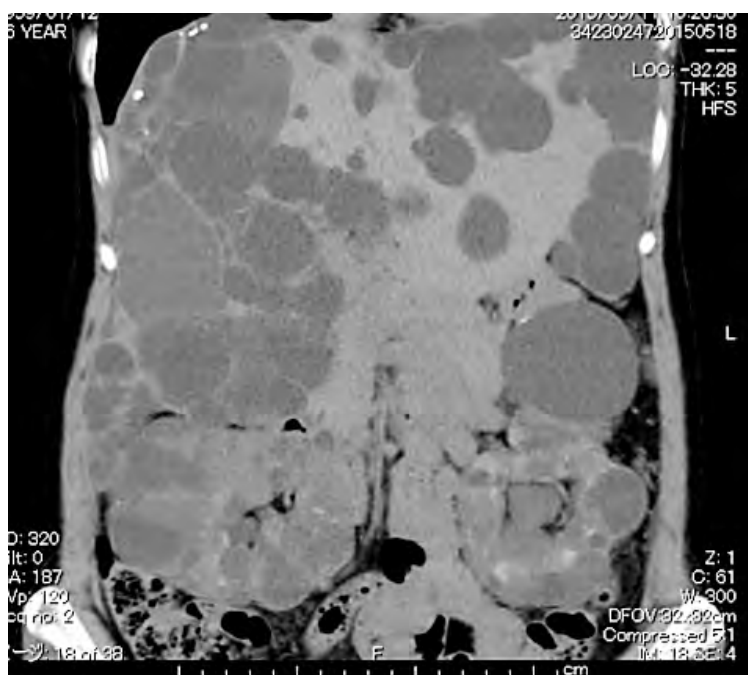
症例2 入院時CT. 肝と両側腎に多数の嚢胞を認める
